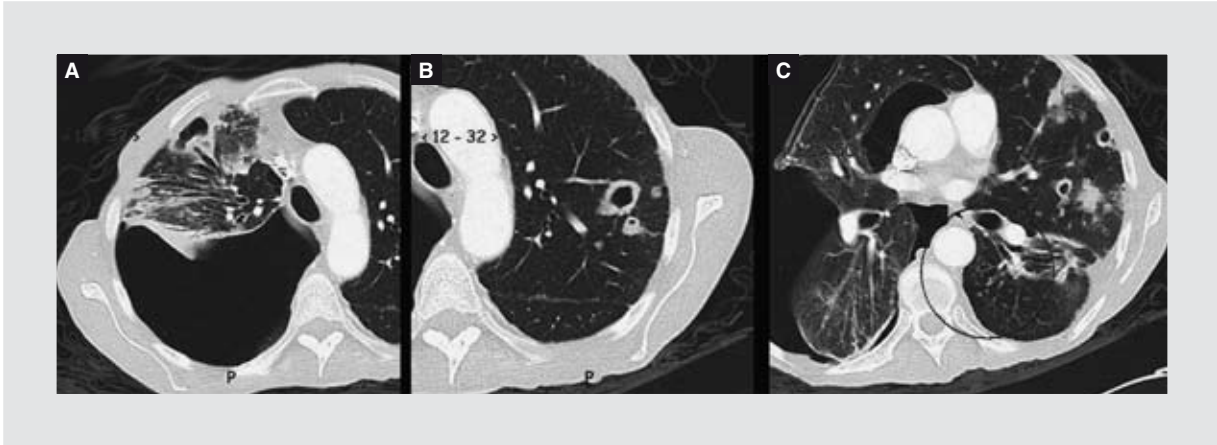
Neumonía crónica progresiva por coccidioidomicosis. TC de tórax. Cortes axiales con ventana para parénquima pulmonar en el que se observan datos compatibles con esta entidad. A: múltiples bronquiectasias por tracción y cavitación en ápice derecho. B: diversas cavitaciones en el hemitórax contralateral. C: nódulos centroacinares con patrón en árbol de gemación en lóbulo inferior (círculo); adyacente existe engrosamiento y retracción de la pleura asociado a bronquiectasias.
